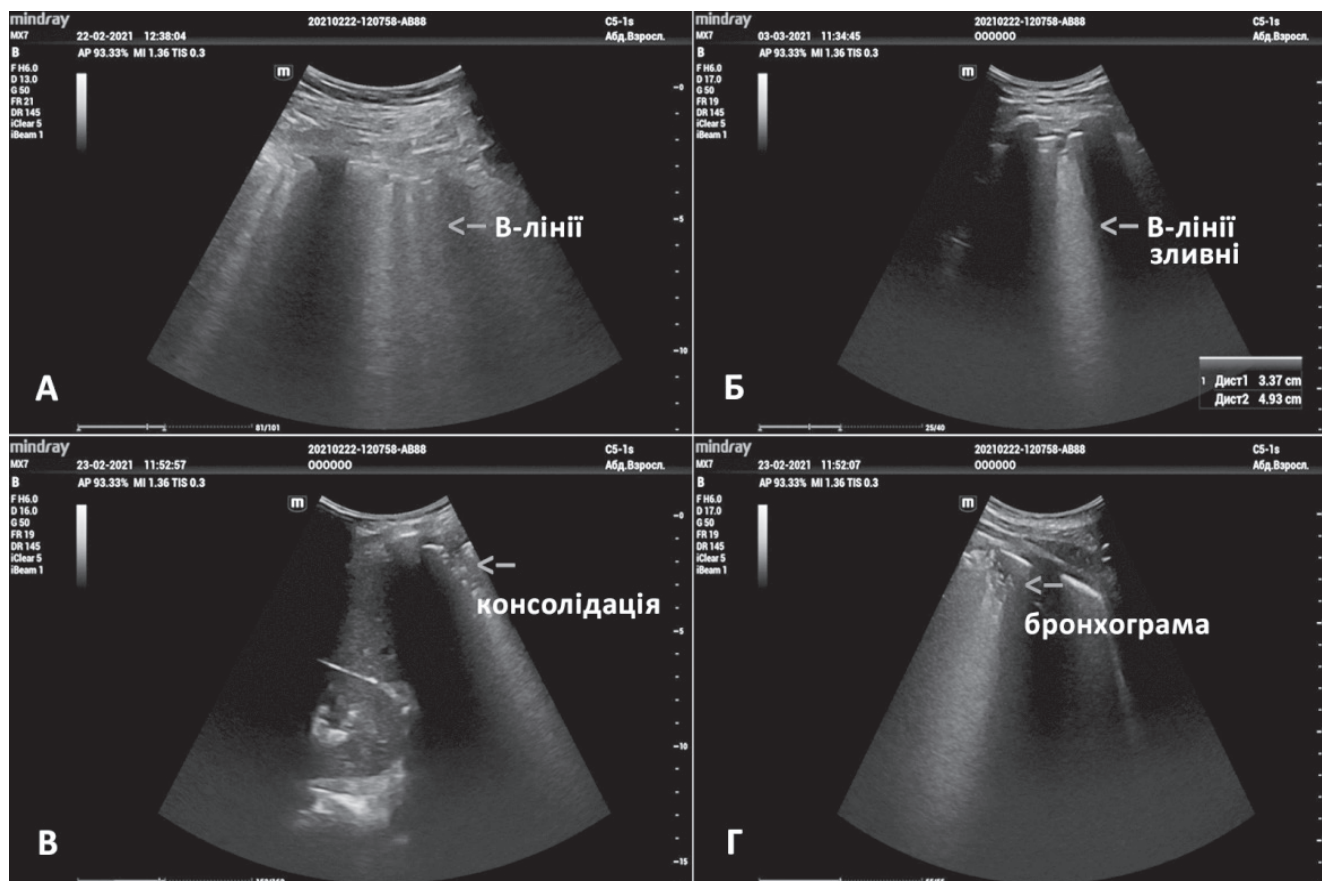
УЗ семіотика ураження легень при COVID-19. А) В-лінії у вигляді «хвоста комети» є маркерами інтерстиціального набряку легень; Б) В-лінії зливного характеру у вигляді «білої легені» відповідають патерну «матового скла» при комп'ютерній томографії; В) Альвеолярна консолідація (ущільнення, опечінкування) легень. Глибока (дальня від УЗ датчика) межа консолідації представлена нерівною рваною лінією, що має гіперехогенний вигляд і межує зі здоровою аерованою тканиною легені; Г) УЗ «аеробронхограма» – має вигляд множинних точкових чи лінійних (інколи гіллястих) гіперехогенних структур, які розташовані в зоні альвеолярної консолідації. Джерелом ехо є повітря всередині бронхіол чи бронхів
